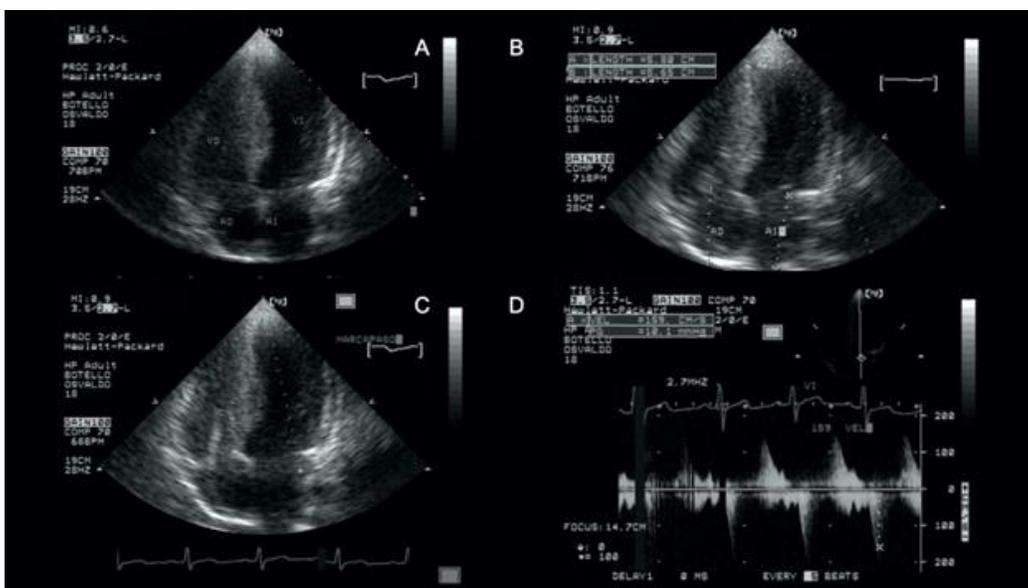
Second part of echocardiogram. A: Apical four-chamber window showing decreased calibre of the right ventricle. B: Apical four-chamber window, measurement of the left atrium and right atrium. C: Apical three-chamber window, where the hypertrophy of the septum and the calibre of the LV is evident. D: Apical four-chamber window with pulsed wave Doppler, the deceleration time of the early filling flow, short mitral and resting pressure gradients, and peak gradient.
